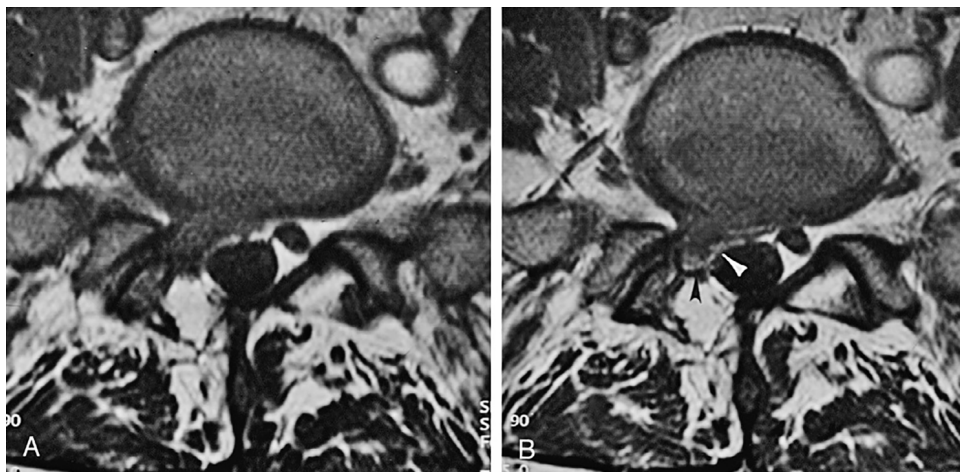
Postoperative complications: recurrent disk (versus scarring). A, T1 axial image of L5-S1 disk. A right laminectomy has been performed. The patient has recurrent symptoms, and MRI shows intermediate signal in the right paracentral region that could be either scarring or a recurrent disk extrusion. The descending S1 nerve root is not identified. B, T1 contrast-enhanced axial image of L5-S1. There is a thin peripheral rim of enhancement (arrowheads) around the mass typical of a disk, rather than scarring, which would have diffuse enhancement.
